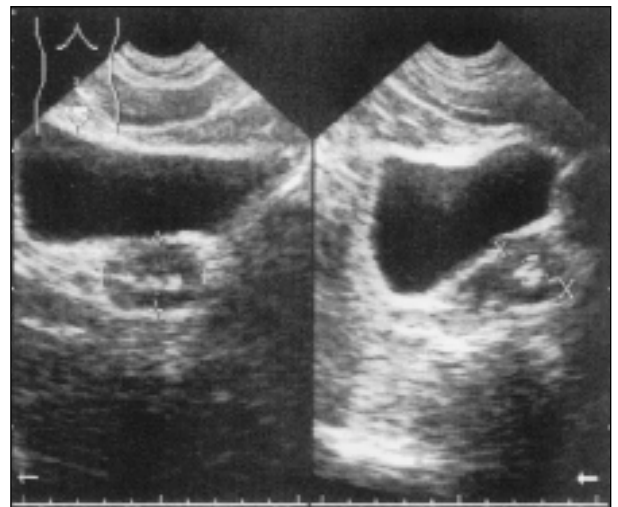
Ecografía abdominal, cortes transversal y longitudinal, en un varón de 37 años y sintomatología de prostatitis crónica. Glándula de 14 cc. de volumen con calcificaciones -hiperecogénicas- en su interior.
